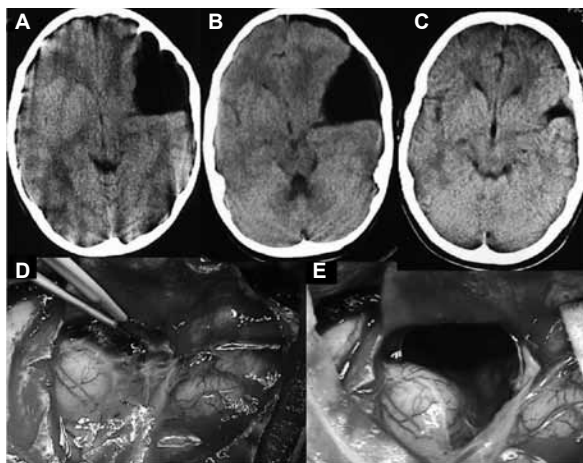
Quiste aracnoideo temporal izquierdo tratado con derivación cisto-peritoneal. A: Tomografía computarizada preoperatoria. B: Tomografía computarizada realizada a los 2 meses de tratamiento. C: Tomografía computarizada realizada a los 12 meses del tratamiento.
